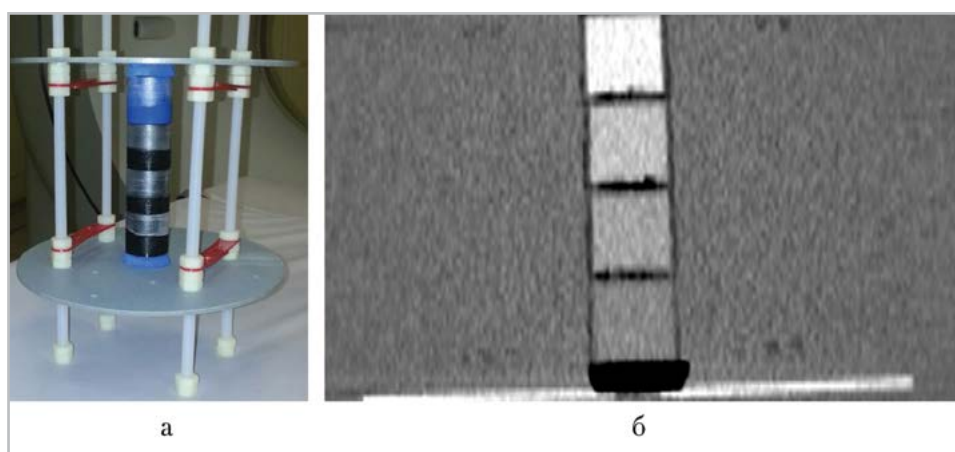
Фантом НПЦ ФК: а — внешний вид; б — изображение, полученное при КТ-сканировании
